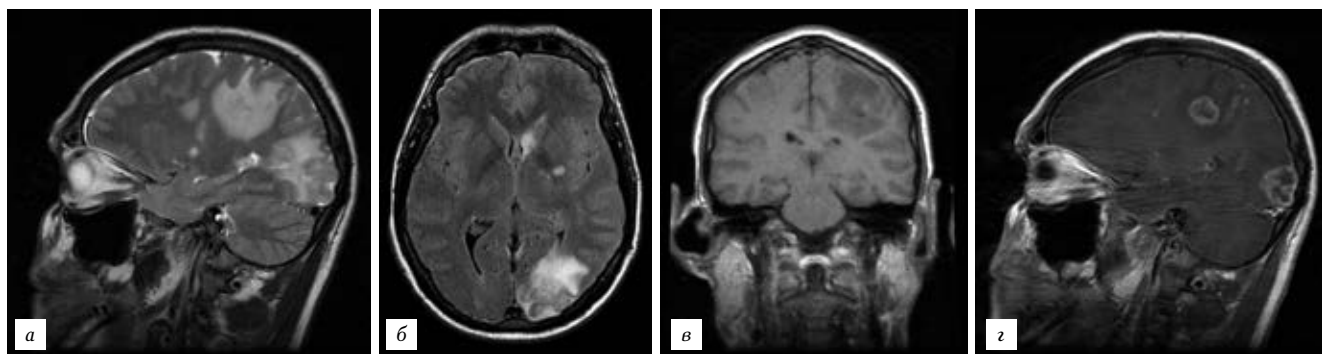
Токсоплазмоз головного мозга. МРТ: а — T2-ВИ; б — T2 FLAIR; в — T1-ВИ; г — постконтрастные T1-ВИ.
